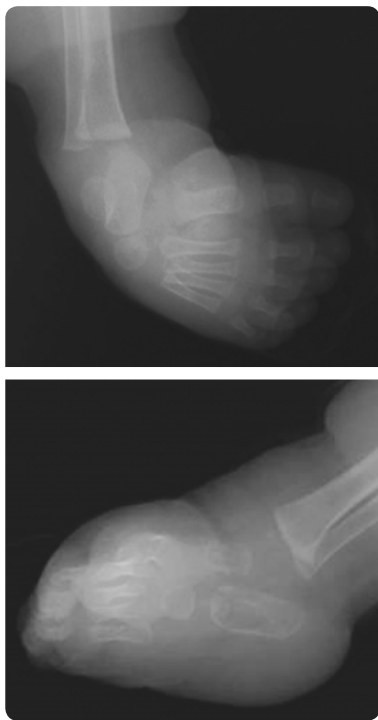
Рентгенограми у прямій та бічній проекціях при вродженій м'язовій клишоногості
